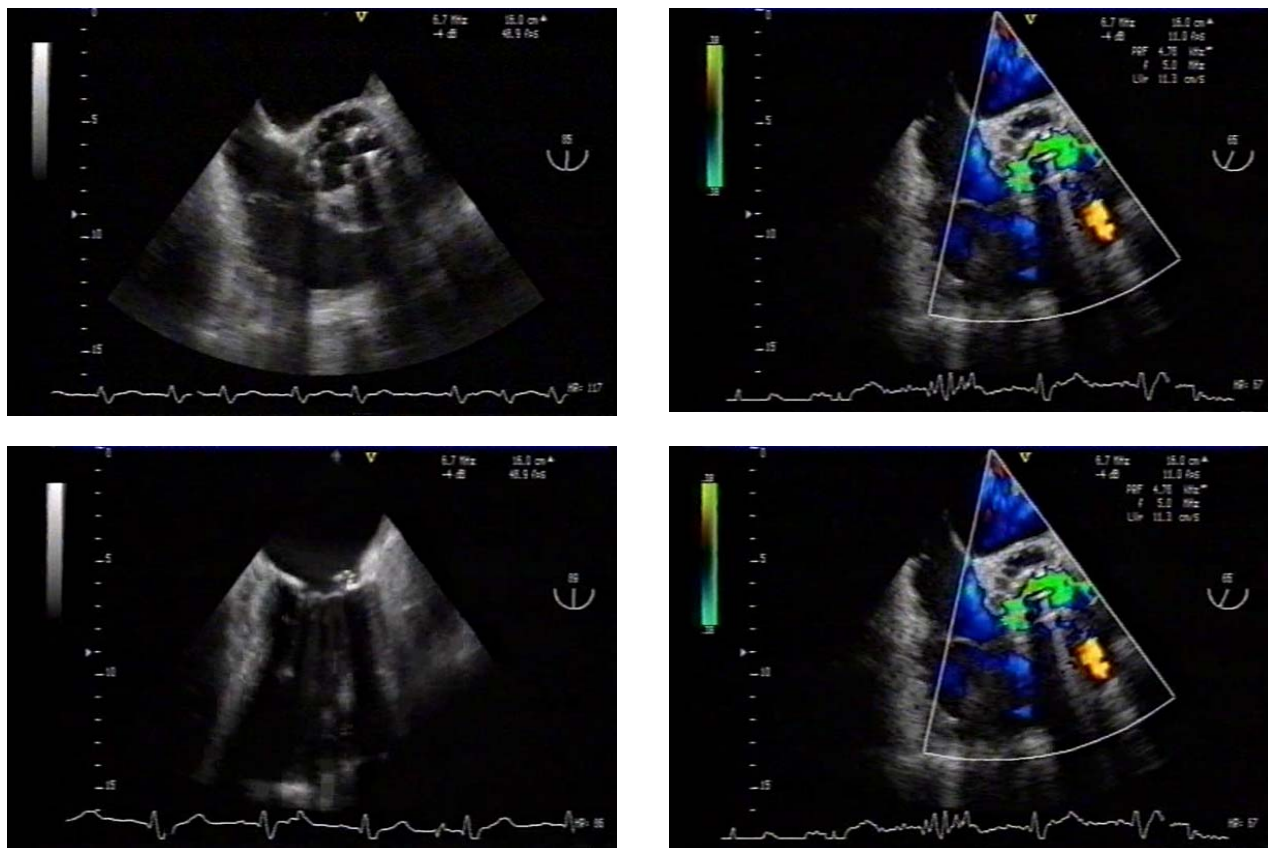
Ecocardiografia transesofágica efectuada 9 dias após o internamento. Observa-se prótese aórtica parcialmente solta do tecido envolvente (A), com insuficiência aórtica aguda severa (B), e abscesso periprotésico aberto (D). Vegetações na válvula mitral (C).
